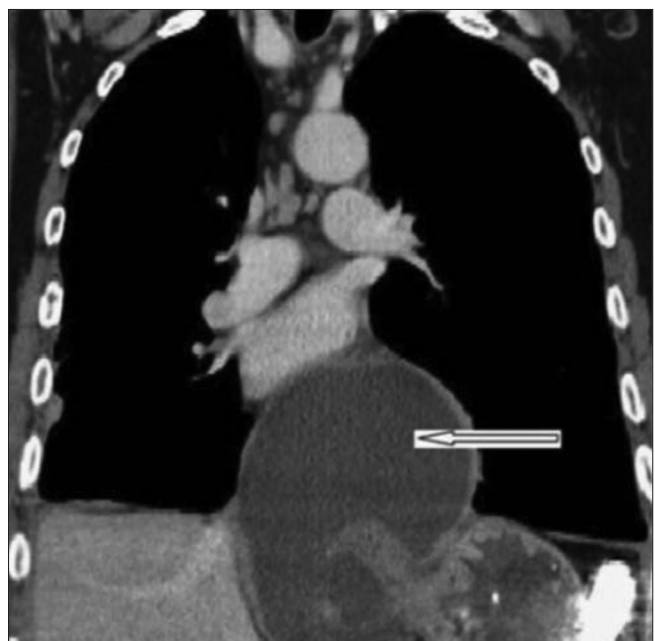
Компьютерная томография грудной полости: объемное жидкостное образование заднего средостения (указано стрелкой)
